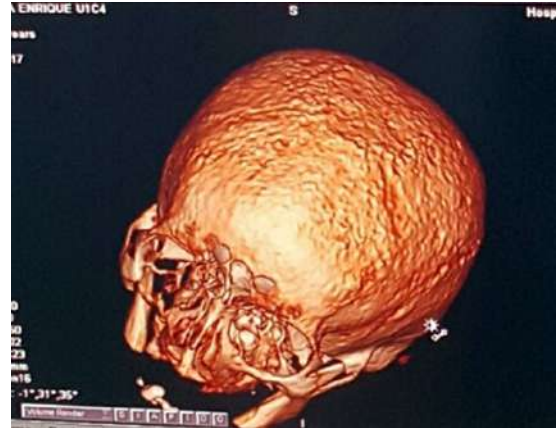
En la TC de cráneo con reconstrucción 3D puede observarse patrón superficial de calota con marcada resorción.
